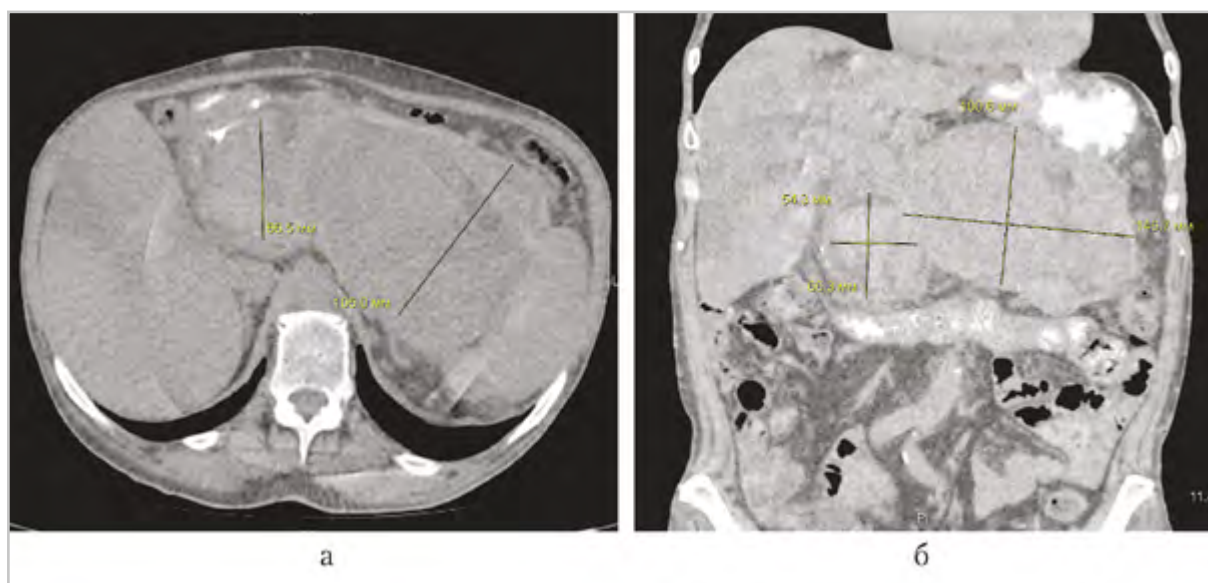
Компьютерные томограммы брюшной полости пациента Е., 57 лет, при поступлении (нативное сканирование): а — аксиальная плоскость; б — реконструкция во фронтальной плоскости) — поджелудочная железа представлена 2 кистозными образованиями
